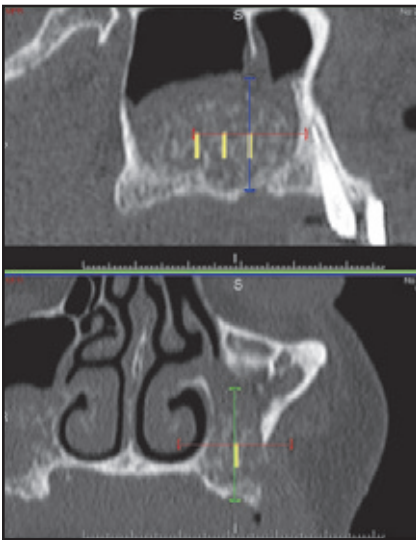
bis 3b Patient 3: CT-Scans der rechten Kieferhöhle (4 Schwämme), die (links) sofort nach dem Eingriff und (rechts) 6 Monate danach angefertigt wurden. Nach 6 Monaten sind der Verlust des Transplantatvolumens und die Auflösung der Entzündung zu erkennen.
